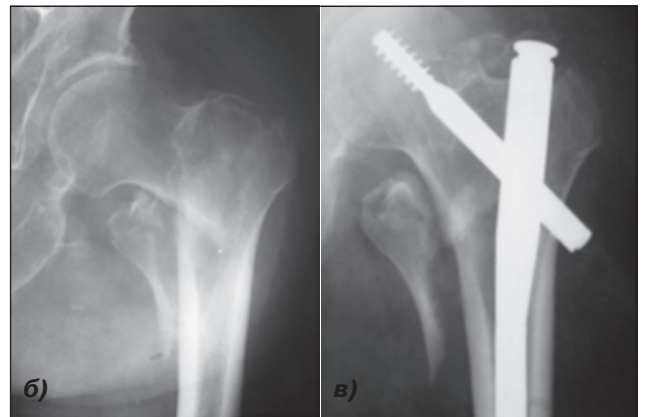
Рентгенограма хворого З., 43 роки. Закритий довгий косий багатовідламковий перелом проксимального метаепіфіза з переходом на діафіз лівого стегна: а) до операції; б) після ЗРМОС довгим реконструктивним цвяхом та серкляжною петлею
